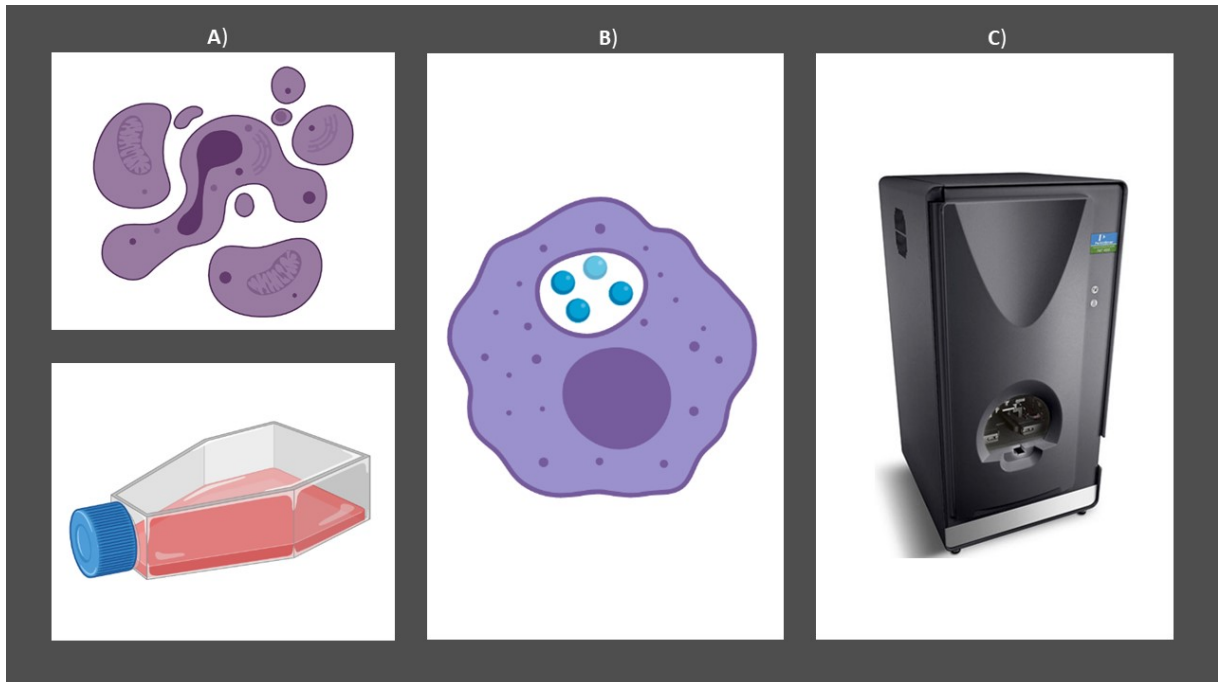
Delineamento experimental simplificado. A) Células RAW 264.7 foram cultivadas para avaliar a toxicidade na presença de cloroquina. B) Avaliação da fagocitose de Zimosan e nanoemulsão. C) Análise da modulação da cloroquina pelo sistema fagocitário mononuclear por tomografia de fluorescência molecular.
